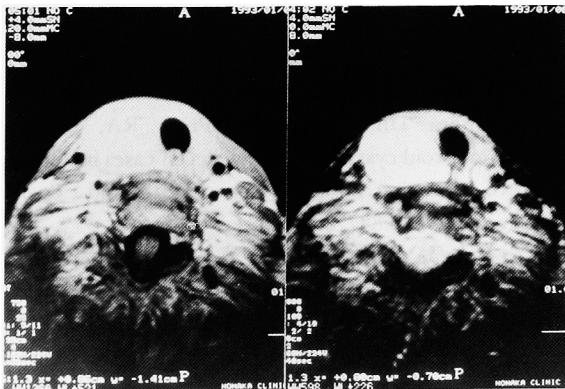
Magnetic resonance imaging (MRI) showed slightly high intensity and homogeneous mass on T1-weighted sequences (left side) and very high intensity and homogeneous mass on T2-weighted sequences (right side).
